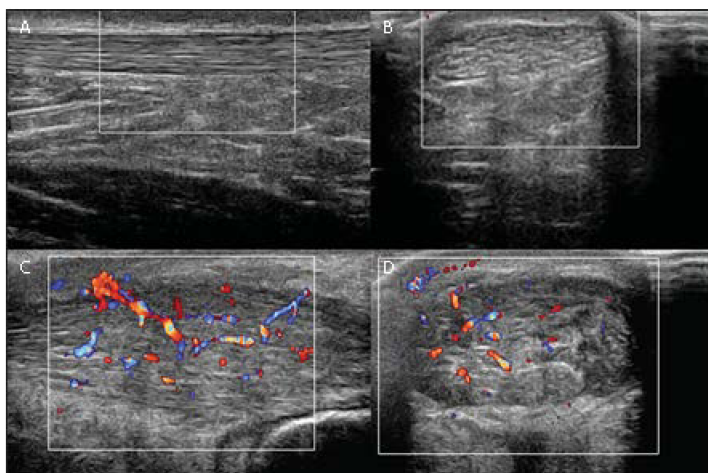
Immagine ecografica di un tendine di Achille con color Doppler. Immagini trasversali (A) e longitudinali (B) di un normale tendine di Achille asintomatico che mostra una normale trama dell'eco tendineo senza segnale Doppler. Immagini trasversali (C) longitudinali e (D) di un tendine di Achille sintomatico che mostrano un ispessimento significativo del tendine e la presenza di alterazioni ipoecogene. In questo caso il segnale Doppler è significativamente evidente anche all'interno del tendine. (66)
